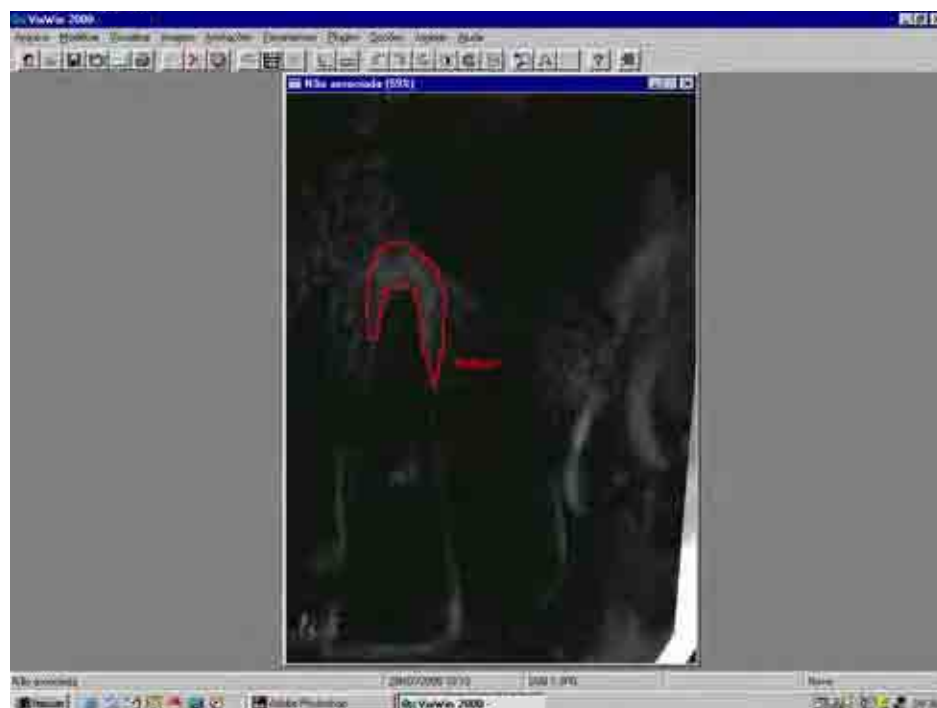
Imagem radiográfica da área de neoformação óssea da lesão periapical (d10) visualizada após a subtração digital das imagens de 0 e 2 meses. Demarcação realizada no VixWin 2000.
